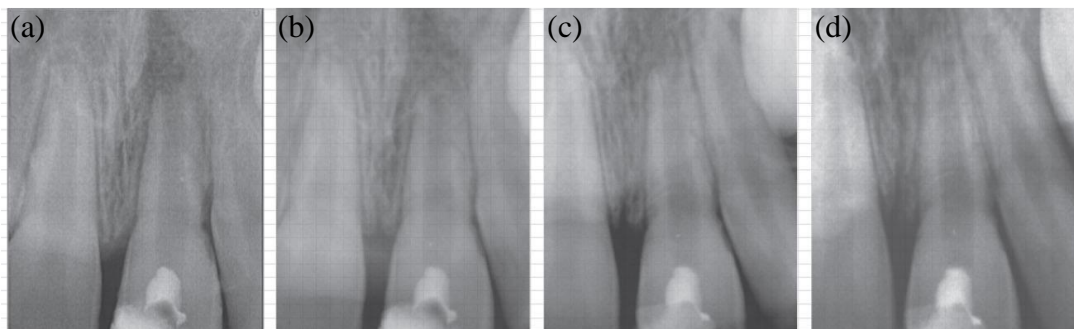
(a) Radiografía postoperatoria tomada inmediatamente después de revascularización con PRF. (b) Seguimiento a los 12 meses (c) Seguimiento a los 24 meses (d) Seguimiento a los 36 meses (8).
